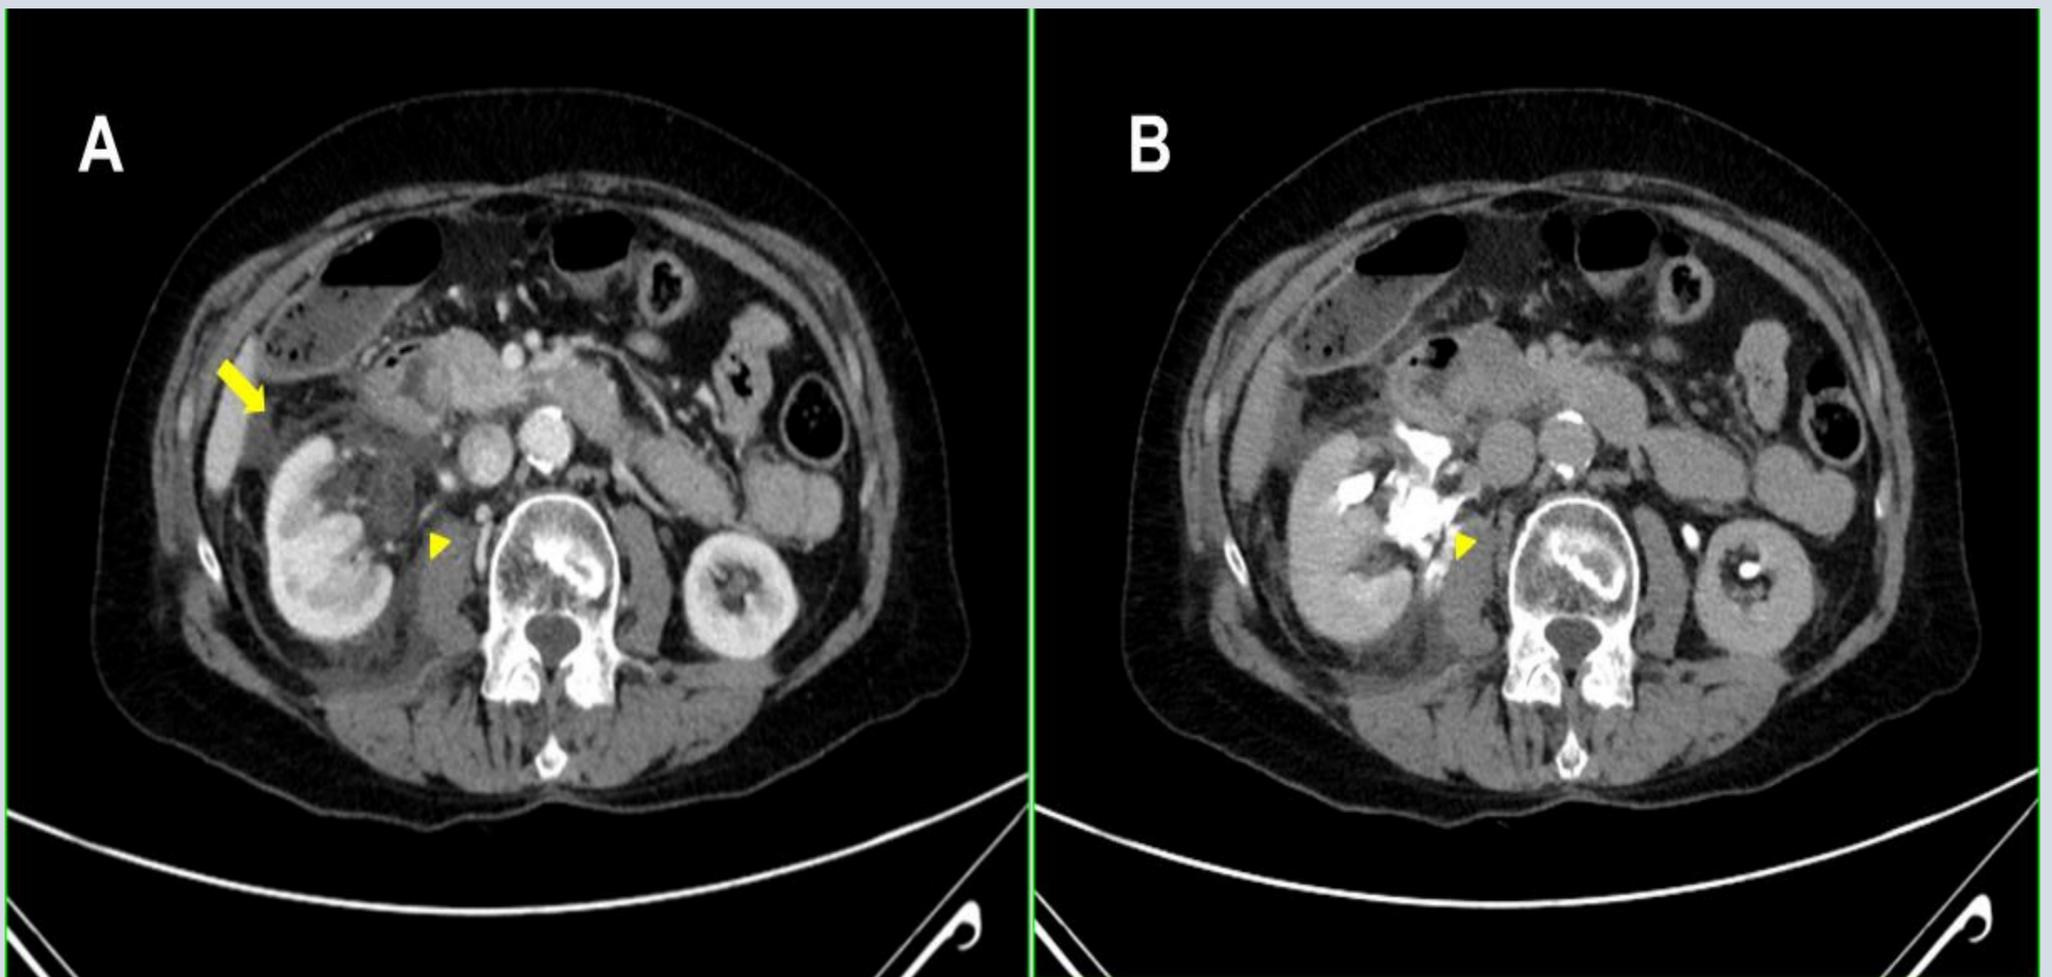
A: Corte axial de TC en fase nefrogénica con realce de la vía excretora, que asocia cambios inflamatorios y líquido libre en el espacio perirrenal derecho (flecha). B: Corte axial de TC en fase excretora: se identifica extravasación de contraste hacia el líquido libre perirrenal anterior, compatible con urinoma (punta de flecha), con probable fuga a partir del cáliz superior. Ureterohidronefrosis derecha grado III/IV
